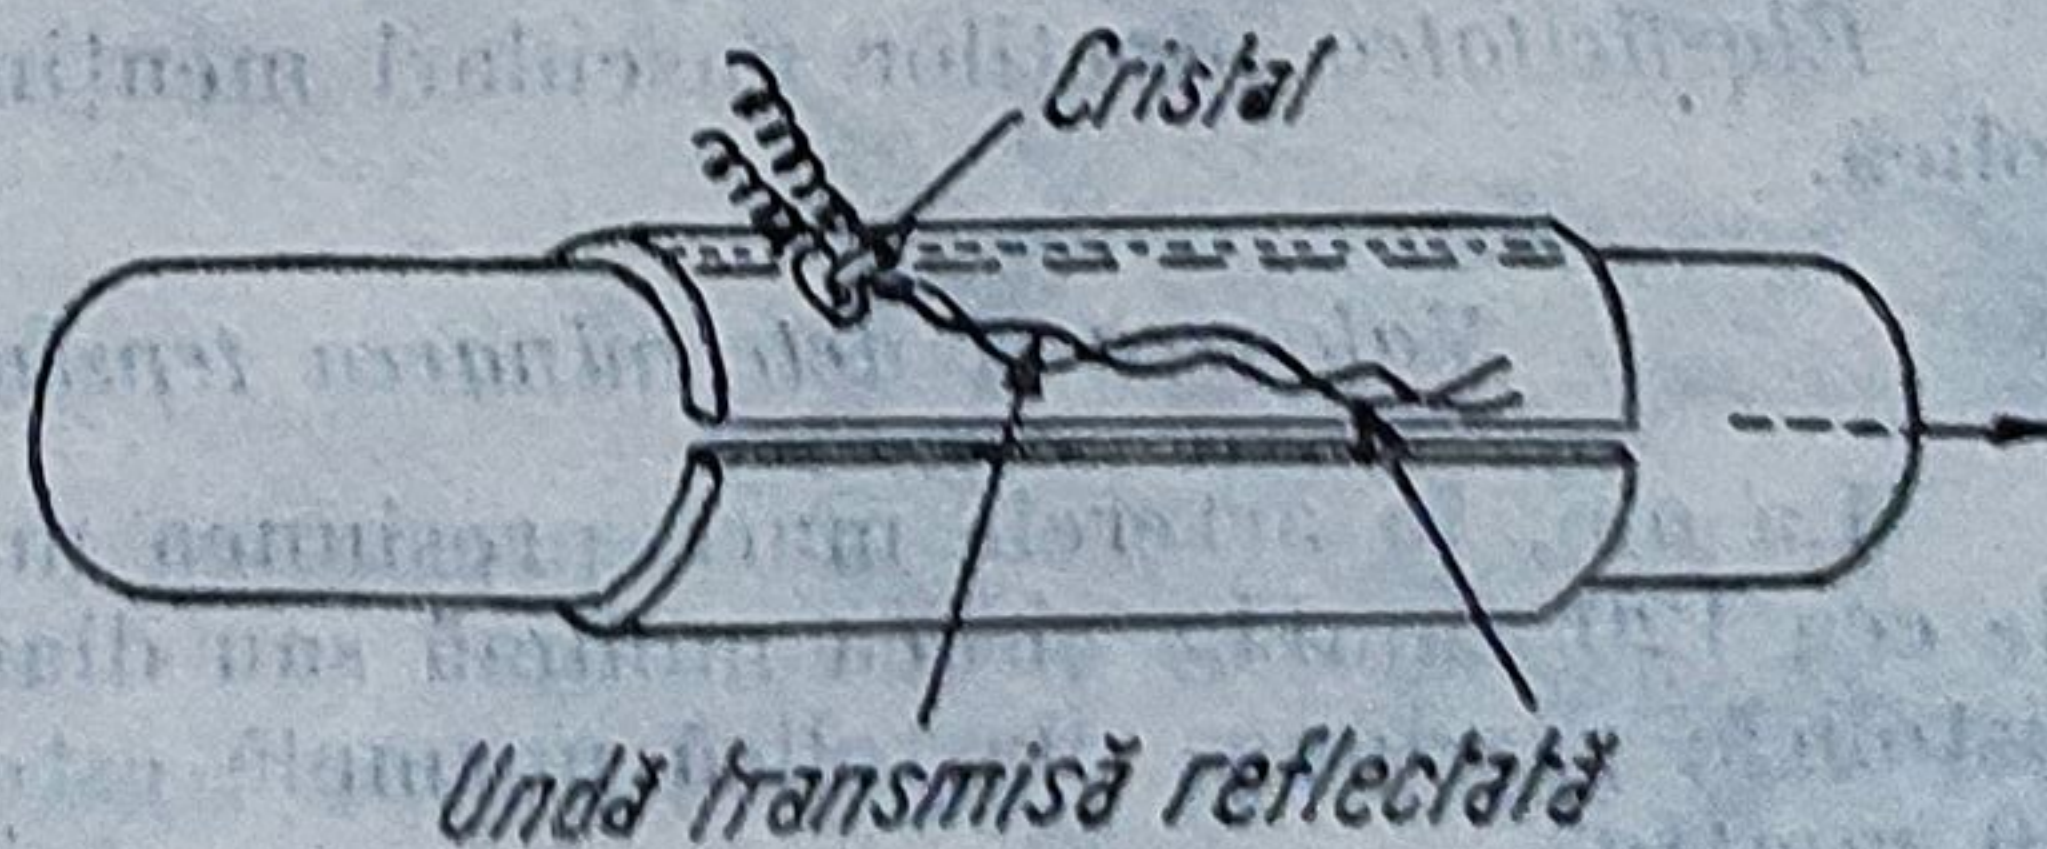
Flowmetru ultrasonic Döppler (după Guyton, 1981).
